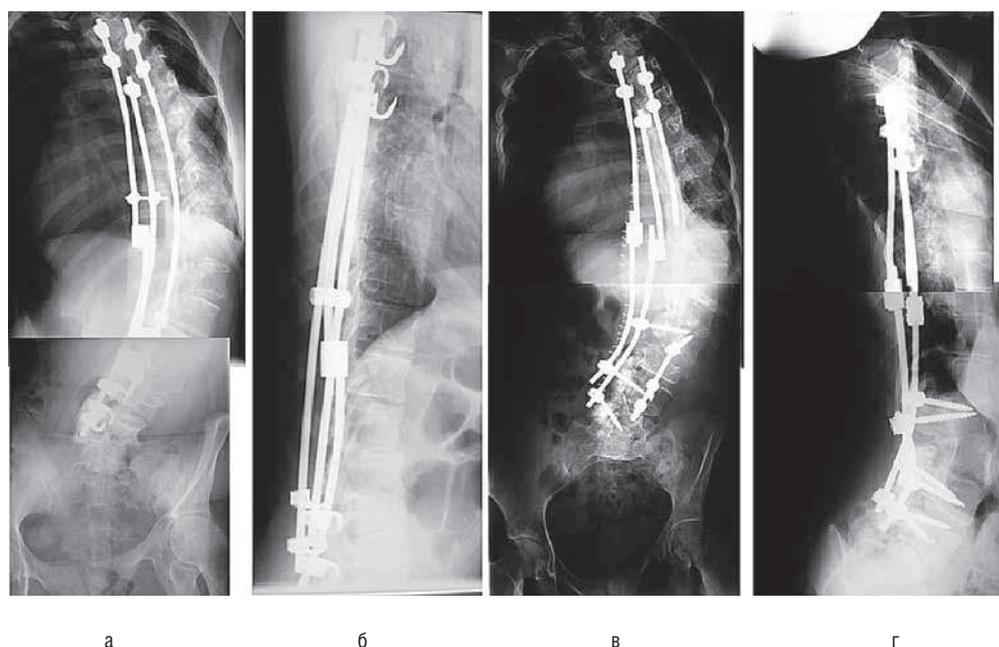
Рентгенография позвоночника до (а, б) и после (в, г) проведения корригирующей вертебротомии на уровне L_{III}.
